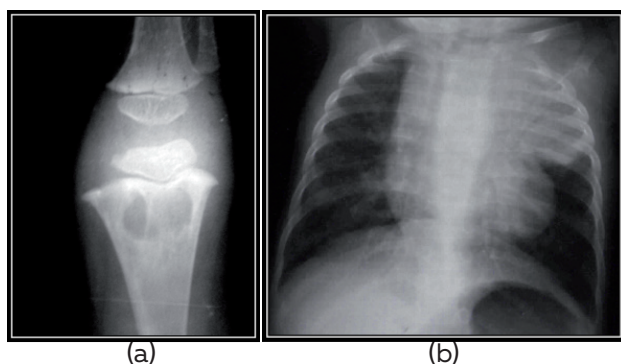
Radiographies standards : lacunes osseuses du tibia gauche (a), opacité du lobe supérieur gauche avec bronchogramme aérien à la radiographie du thorax (b)
